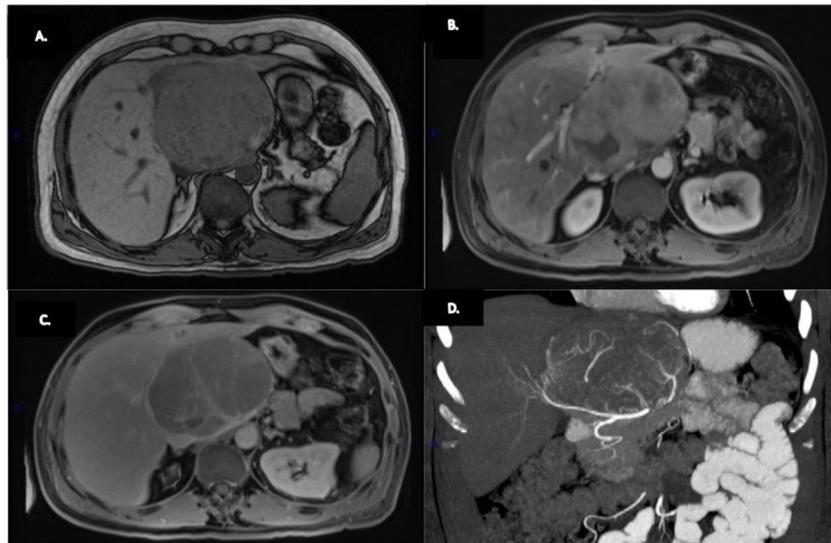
A) Imagen de resonancia magnética contrastada con gadolinio, donde se observa una masa hepática de $10 \times 9 \times 10$ cm, localizada en el lóbulo caudado, fuera de fase, hipointensa en secuencia en T1 e isointensa en secuencia en T2. B) realce en la fase arterial. C) Lavado en fase venosa portal tardía. D) Vista coronal de la imagen por TC. Se visualizó un tumor de 10 cm en el lóbulo caudado, en íntima relación con las arterias gástricas derecha e izquierda.
